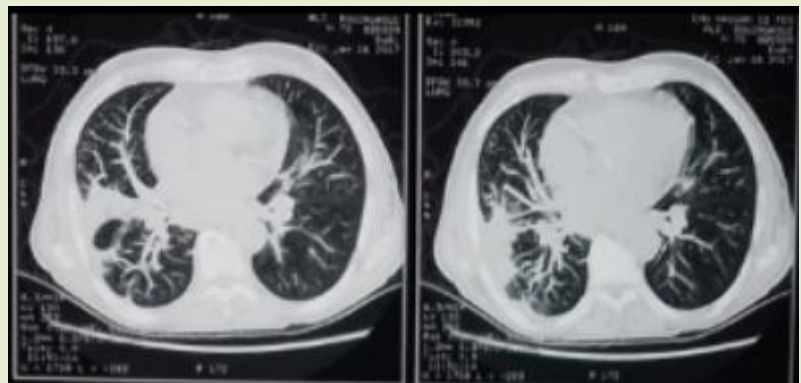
b : TDM-TAP objectivant multiples lésions cavitaire du LID en contact avec le dôme hépatique.
